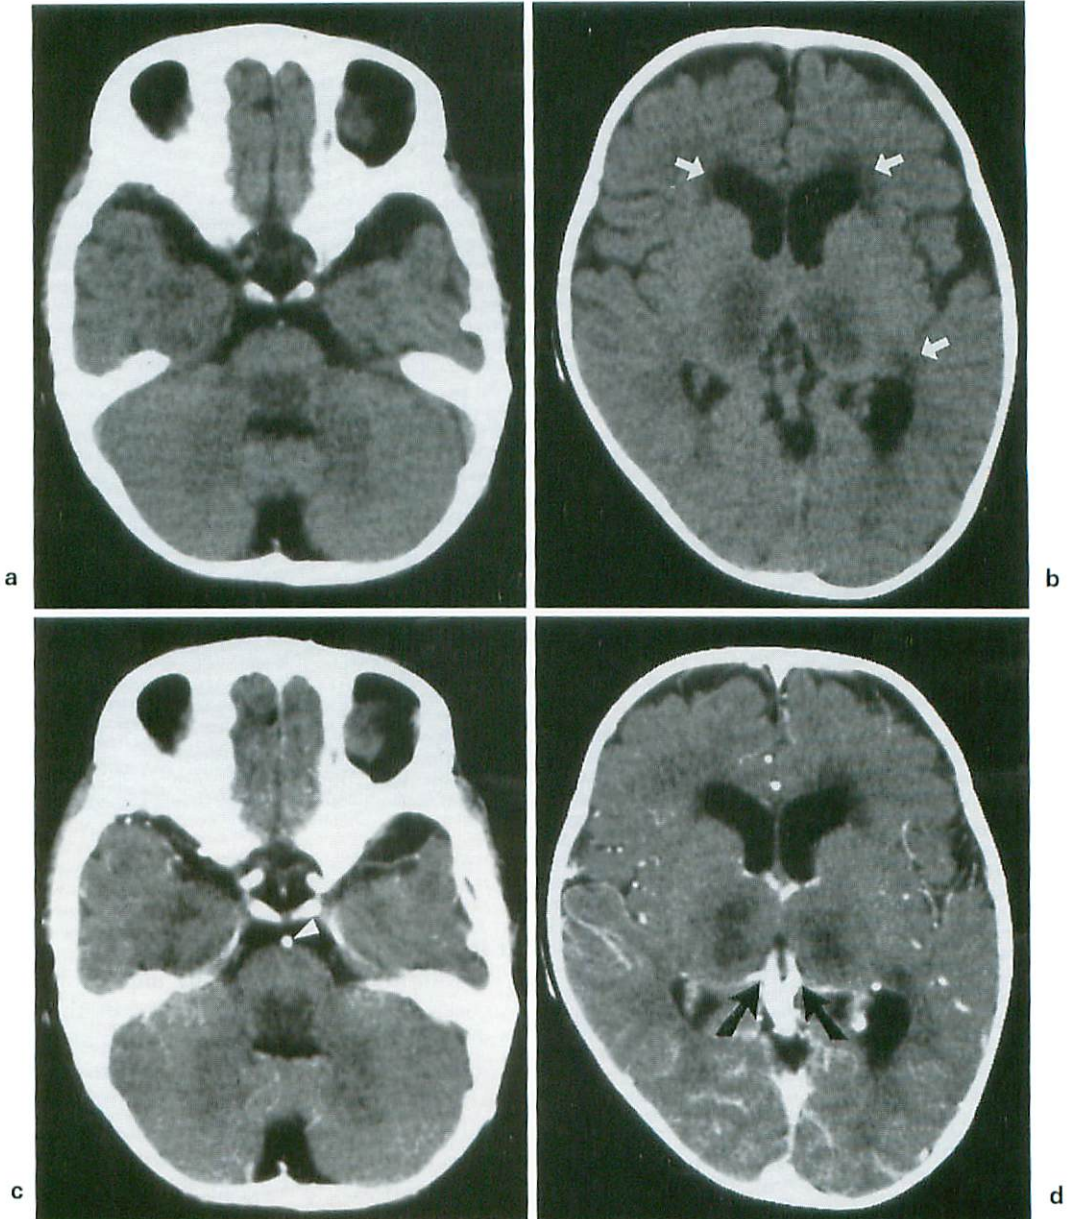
CT images on admission
